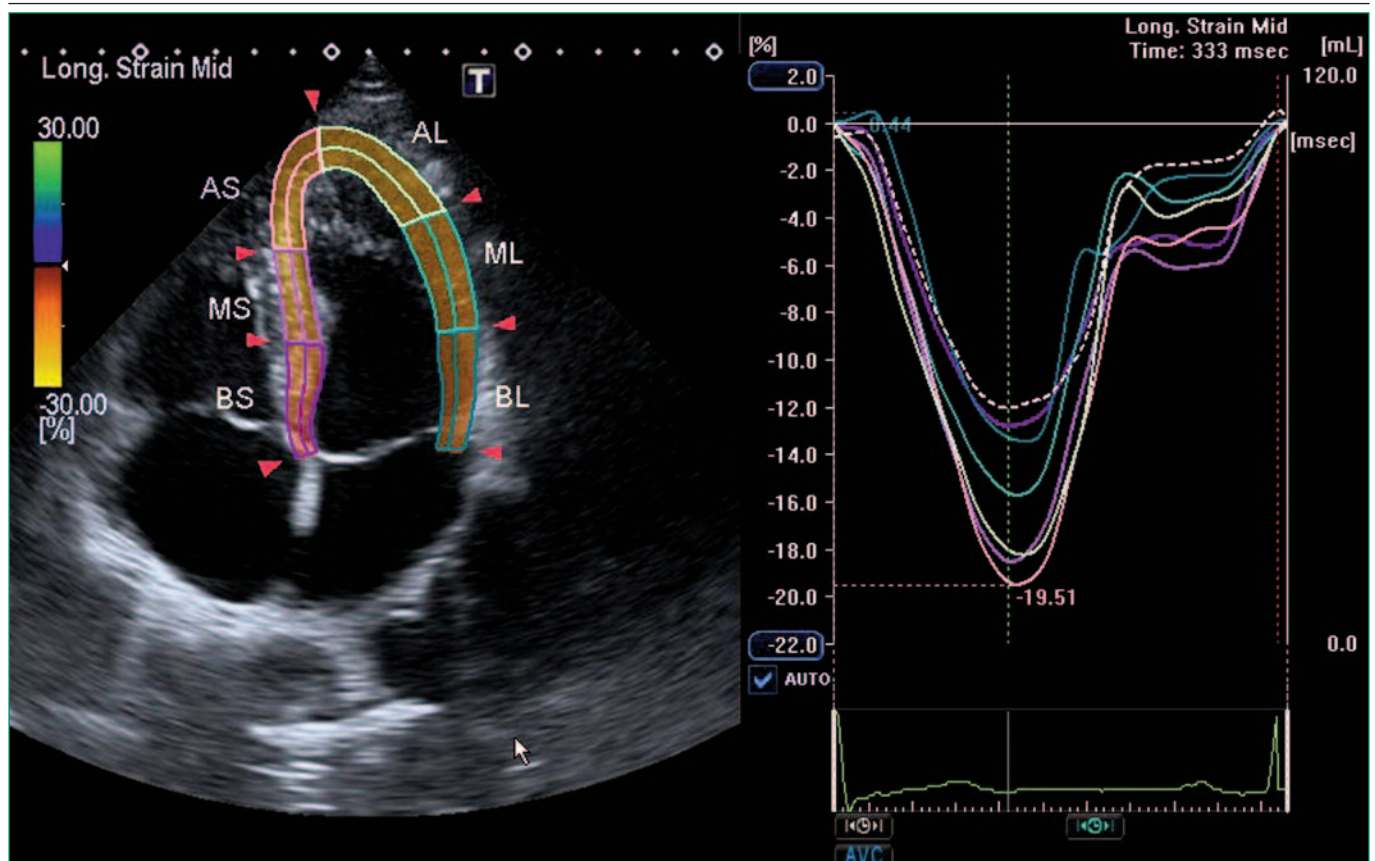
Longitudinal deformation of segments of the left ventricle in the apical four-chamber position of the heart (on the left - a two-dimensional echogram with automatic allocation of segments of the LV, on the right - graphs of longitudinal deformation of the myocardium)
